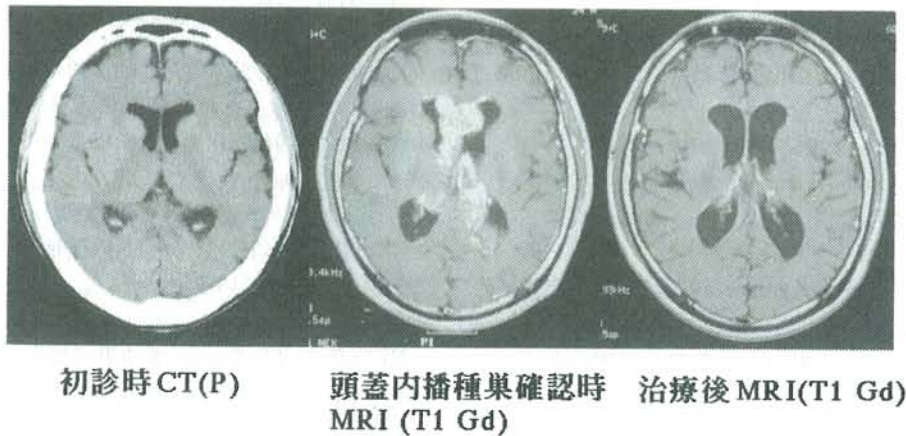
初診時の頭部単純CT、頭蓋内播種確認時・放射線と化学療法終了時の頭部MRI T1-Gd
